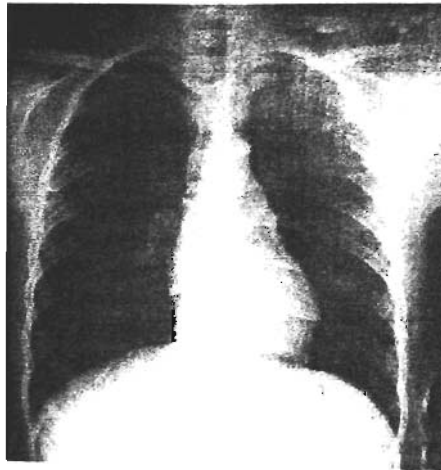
Radiografía de tórax⁶⁴
